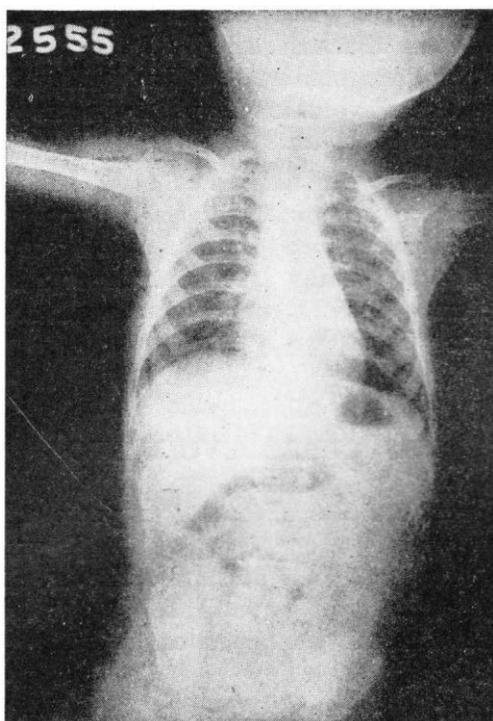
Radiografía simple de abdomen de pie, de frente, mostrando imagen aérea en H. I. y F. I. D. No se ven niveles líquidos.
